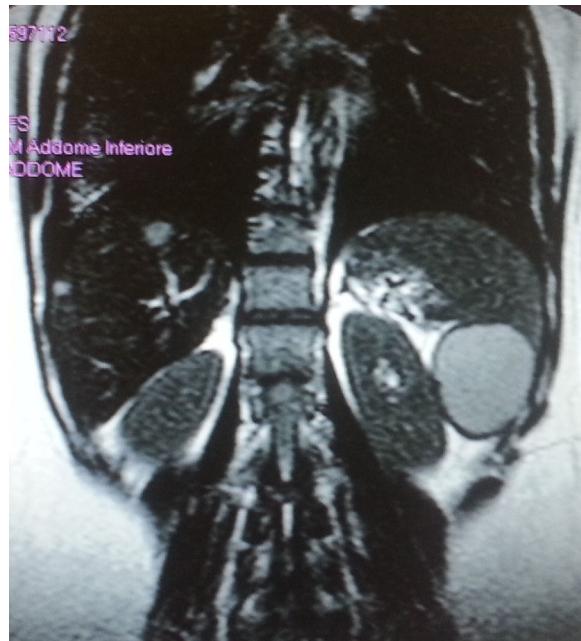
La imagen de resonancia magnética del abdomen (reconstrucción coronal) reveló un quiste septado que ocupa el polo inferior del bazo. La lesión fue de 6 × 4 cm de diámetro y apareció hiperintensa en las imágenes potenciadas en T2, desplazando el parénquima esplénico restante (el llamado «signo píco»).
